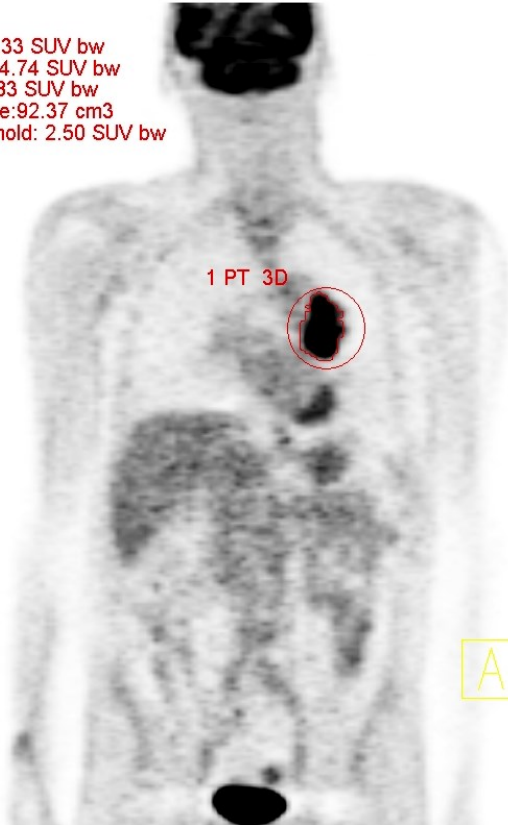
CT- und PET/CT-Aufnahme eines SCLC, Messung mittels VOI
